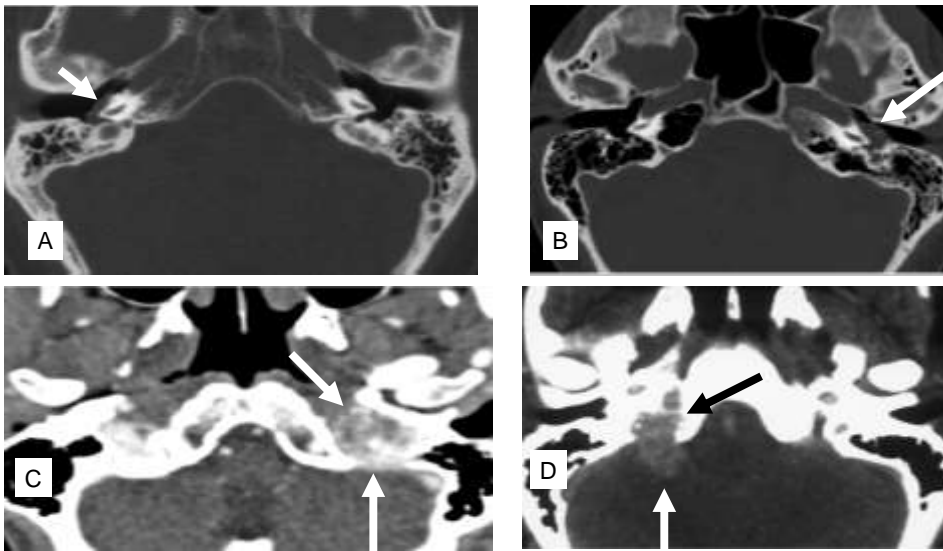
Tumor glómico de la base del cráneo en la región del hueso petroso. Estadios de acuerdo a Fisch (Estadio A- D). Los tumores en estadios A y B se originan en el glomus timpánico, mientras que los tumores en los estadios C y D se originan en el glomus yugular. A: Tumor del glomus timpánico derecho, en estadio A de Fisch, TC corte transversal de la región del oído medio. B: Tumor del glomus timpánico izquierdo en estadio B de Fisch, TC corte transversal de la región del oído medio. C: Tumor del glomus yugular izquierdo en estadio C de Fisch, TAC corte transversal de la región del oído medio. D: Tumor del glomus yugular derecho en estadio D de Fisch, TC corte horizontal de la región del oído medio.
